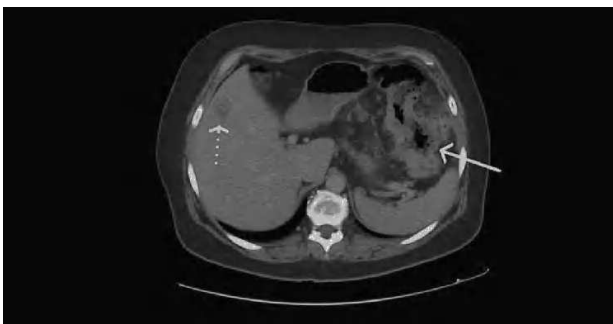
Tomografía computarizada de abdomen y pelvis: tumor del ángulo esplénico del colon, con cambios de la grasa pericolónica (flecha continua) y metástasis hepática (flecha discontinua).
